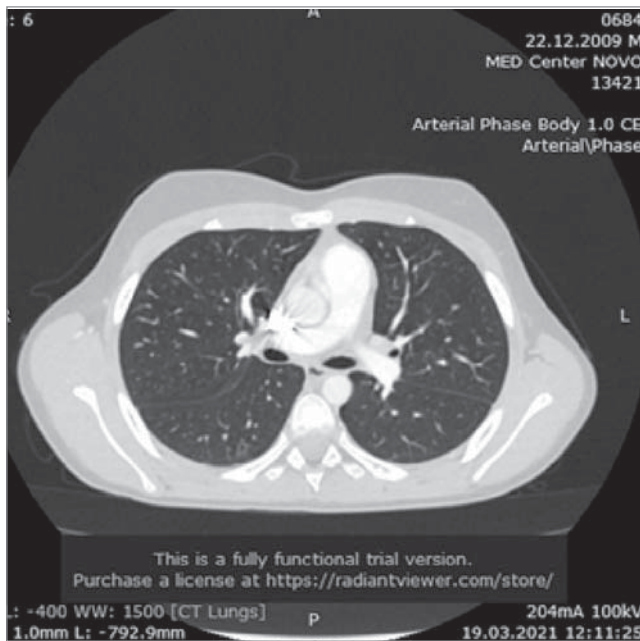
КТ від 19.03.2021 без динаміки від червня 2020 року
